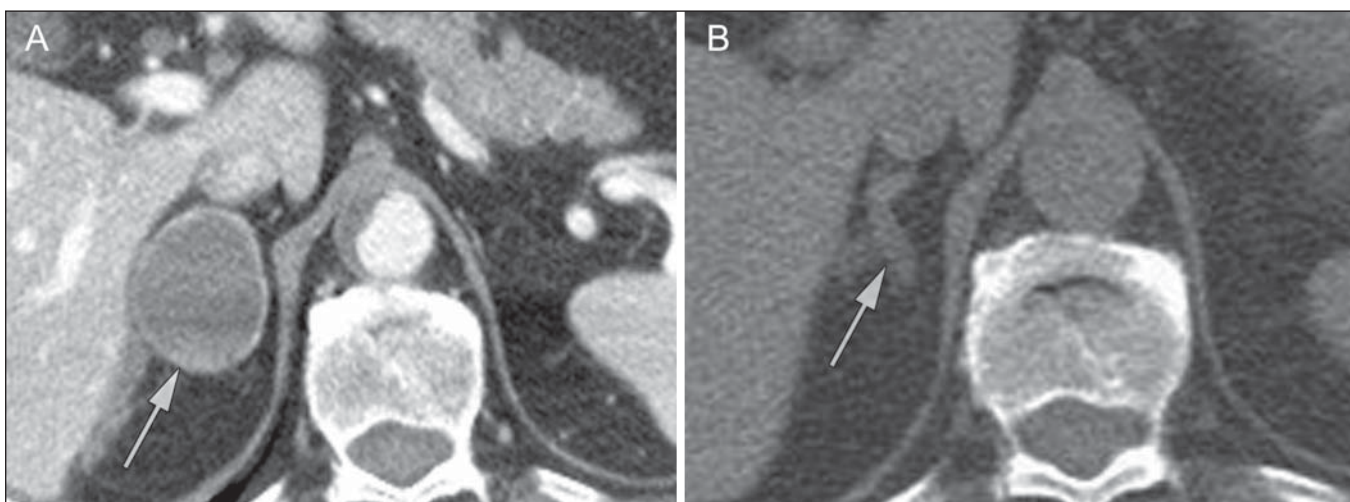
Hematoma. Massa homogênea com densidade de 30 uH e que não demonstra impregnação após a injeção do contraste intravenoso é identificada em uma PET/CT na glândula adrenal direita de um paciente com carcinoma das células de Meckel (A). A lesão não demonstrou captação do FDG (imagem não incluída). Uma TC adquirida três meses antes demonstrava glândula adrenal direita normal (seta em B).
